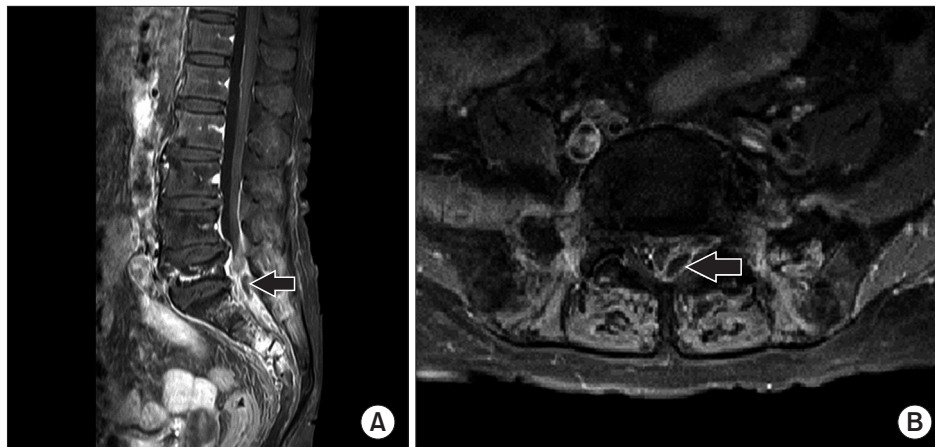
Preoperation magnetic resonance imaging studies demonstrating epidural hematoma. (A) Gadolinium enhanced T1 weighted sagittal magnetic resonance image shows epidural lesion (hematoma) (arrow) showing intermediate high signal, compressing dural sac. (B) Gadolinium enhanced T1 weighted axial magnetic resonance image shows that the left posterolateral dural sac (arrow) is a compressed epidural lesion at L5-S1.
